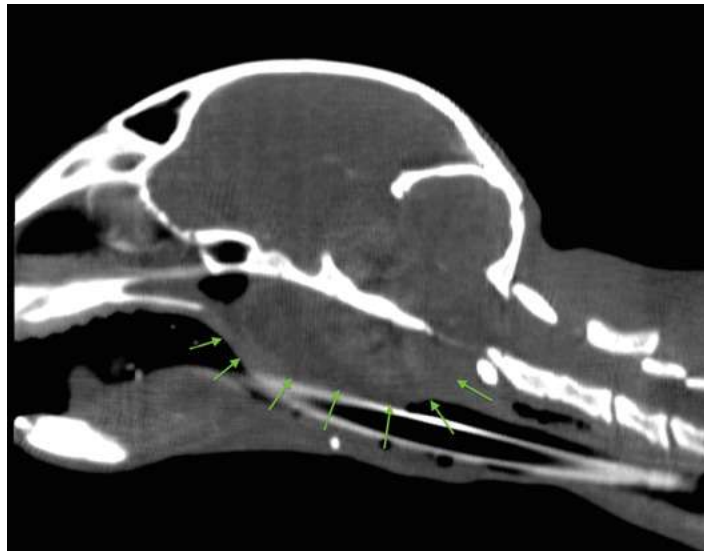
imagen de TC. Corte sagital en el que se aprecia una masa de grandes dimensiones (flechas verdes) en nasofaringe
